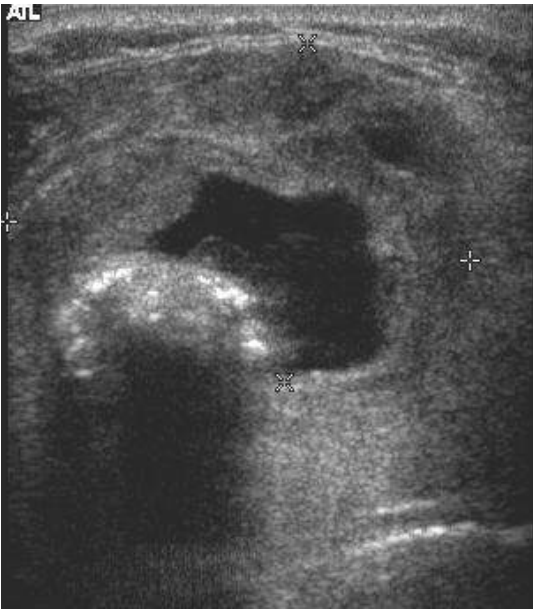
Thyroid Ultrasonography. It shows a mass with central necrosis and calcification in right lobe of thyroid gland.
